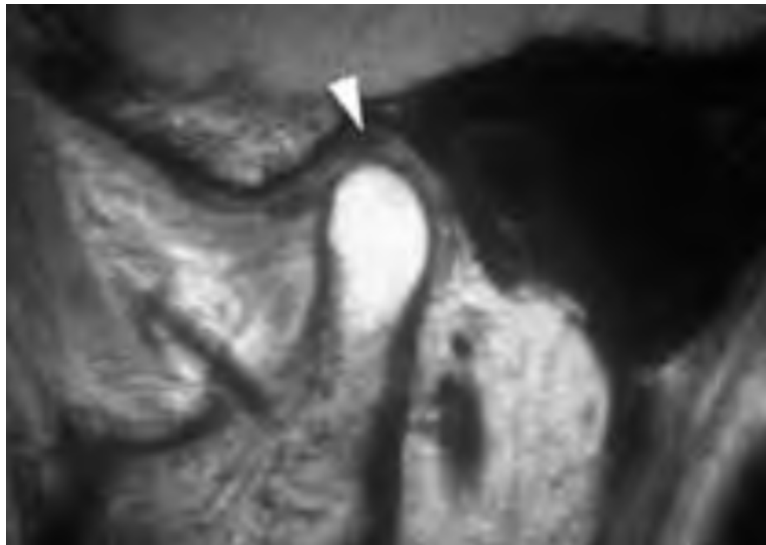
Imagen de Resonancia Magnética de la ATM, tomada de: Peter M. Som y Hugh D. Curtin, Head and neck imaging, 2011.
